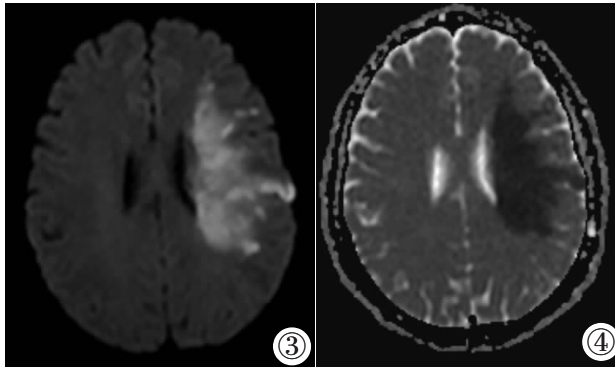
4 同一病人 MRI 检查 DWI 及 ADC 信号情况。
